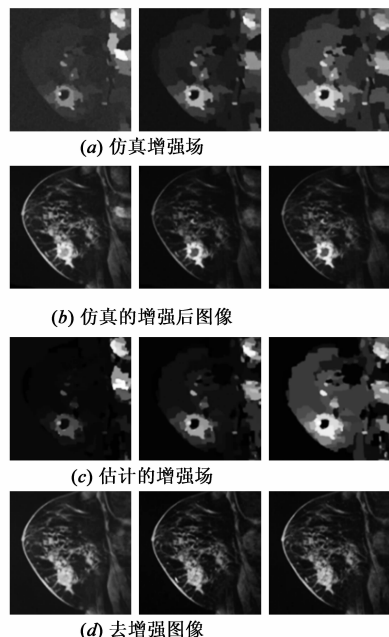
仿真的乳腺DCE-MRI时间序列图像的增强场估计
